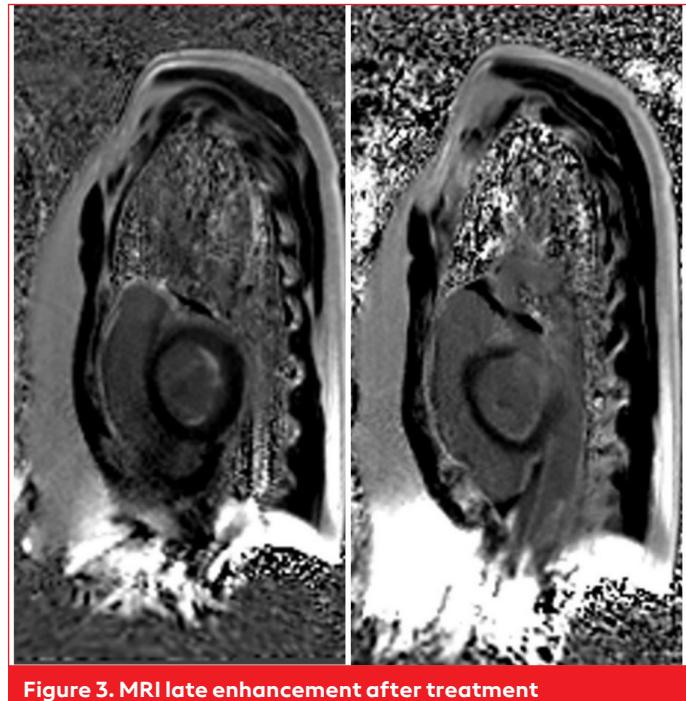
MRI late enhancement after treatment
